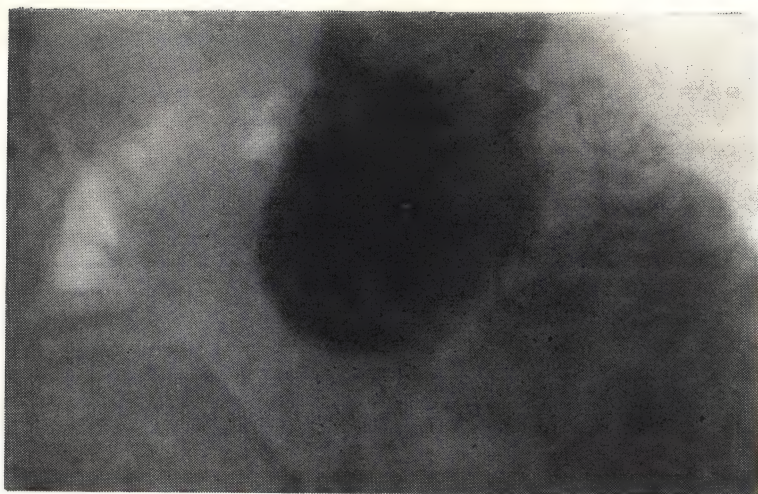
Гиперсекреторный энтерит (рентгенограмма).
